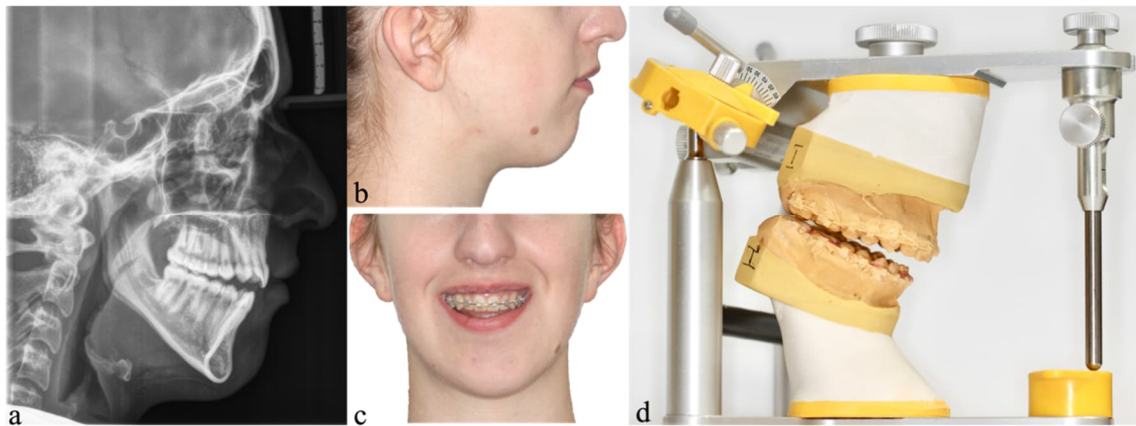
Konventionelle Planungsunterlagen (KP) Grundlage der KP stellt neben zweidimensionalen Röntgen- und Fotoaufnahmen (a,b,c) ein Artikulator dar (d), welcher die Relation der Kiefer zueinander und zur Schädelbasis simuliert. (Eigene Abbildung)
